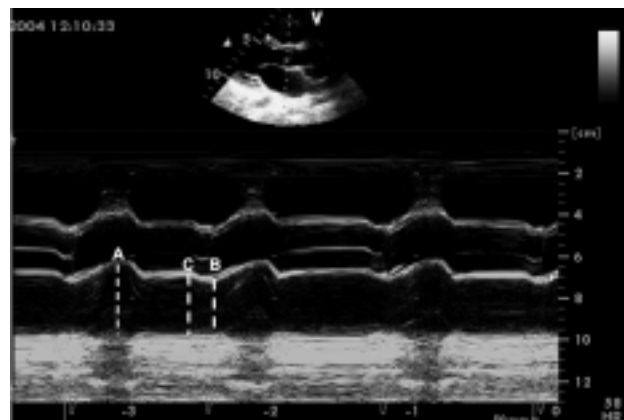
Funzione atriale sinistra mediante ecocardiografia M-mode. Con la modalità M-mode, dalla sezione parasternale asse lungo possiamo calcolare il diametro massimo dell'atrio sinistro (A), quello minimo (B), e quello all'inizio della contrazione atriale (C).
